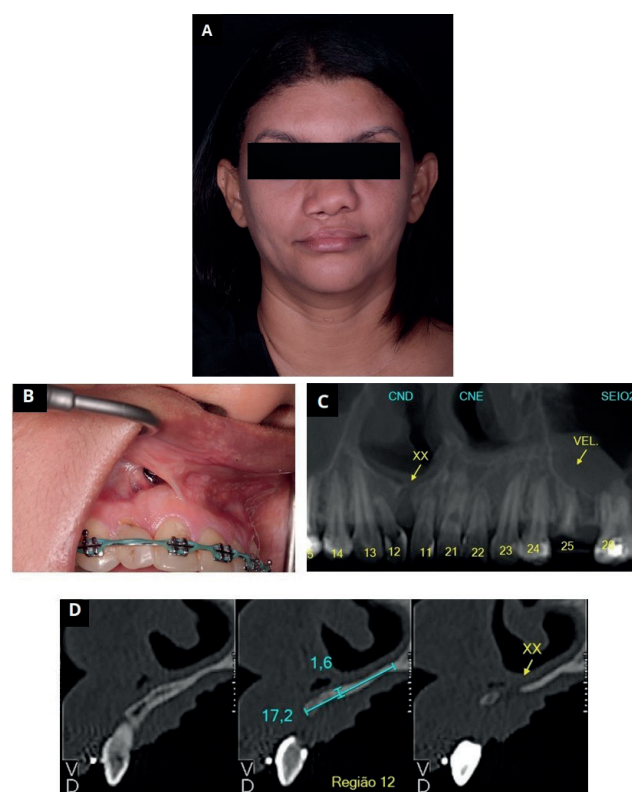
A) Fotografia extraoral, observa-se o contorno nasal colapsado. B) Fotografia intraoral, com destaque para fístula oronasal. C) Reconstrução panorâmica da tomografia computadorizada. D) Cortes parassagiais da tomografia computadorizada, evidenciando o defeito ósseo.
